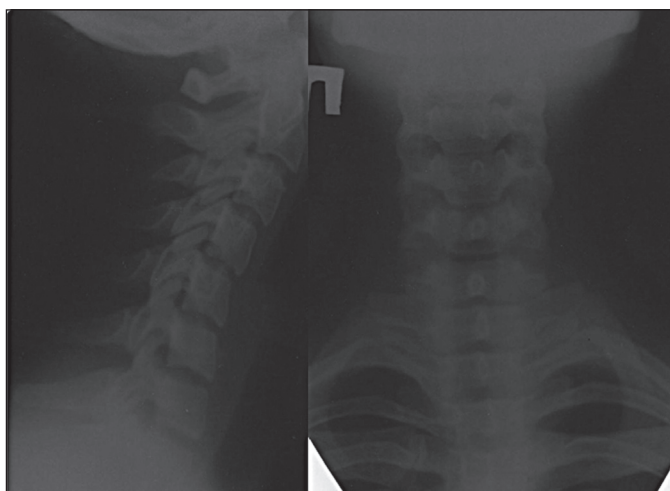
Рентгенографія шиї з функціональними пробамп пацієнтки Т., 15 років. Діагноз: Вегетативна дисфункція. Пароксизмальна вегетативна недостатність. Остеохондроз, унковертебральний артроз, нестабільність хребців С4-С6.
